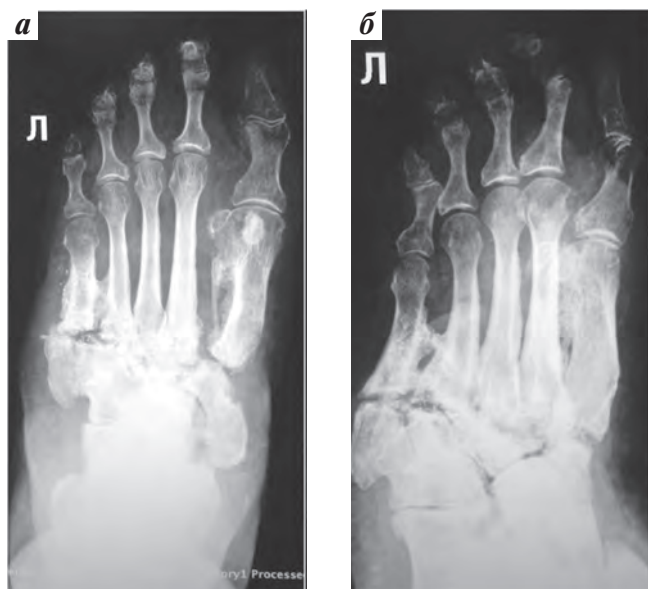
Рентгенограммы левой стопы больной П. через 6 мес после удаления металлофиксаторов: а – прямая проекция; б – косая проекция
